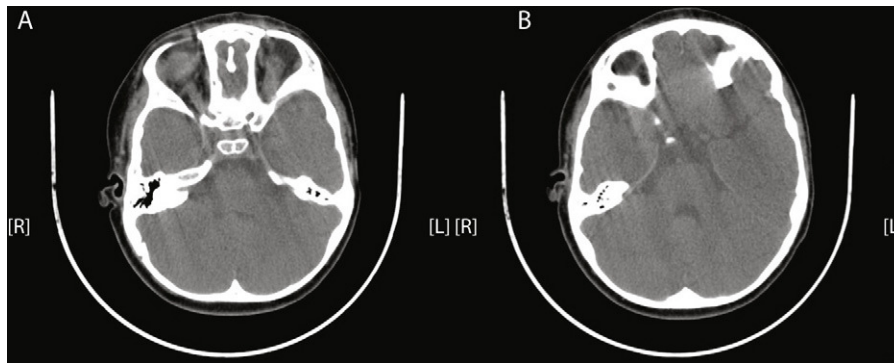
TC craneal cortes cerebelosos en fase aguda sin anomalías radiológicas apreciables.
